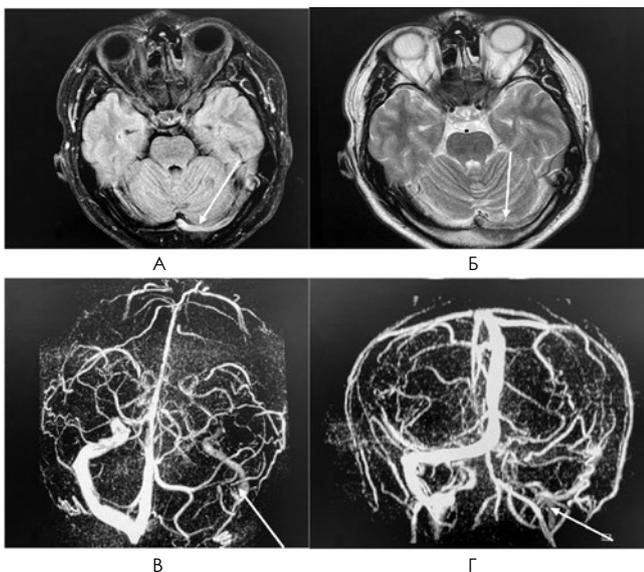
МРТ головного мозга и МР-веносинусография пациента до получения терапии. На нативном T2-взвешенном изображении отмечается гиперинтенсивный сигнал от левого поперечного синуса (А). Сигнал от кровотока по тромбированному синусу диффузно снижен (Б). На МР-венографии отмечается снижение сигнала от левого сигмовидного синуса и левой яремной вены, но с сохранением кровотока (В, Г)
